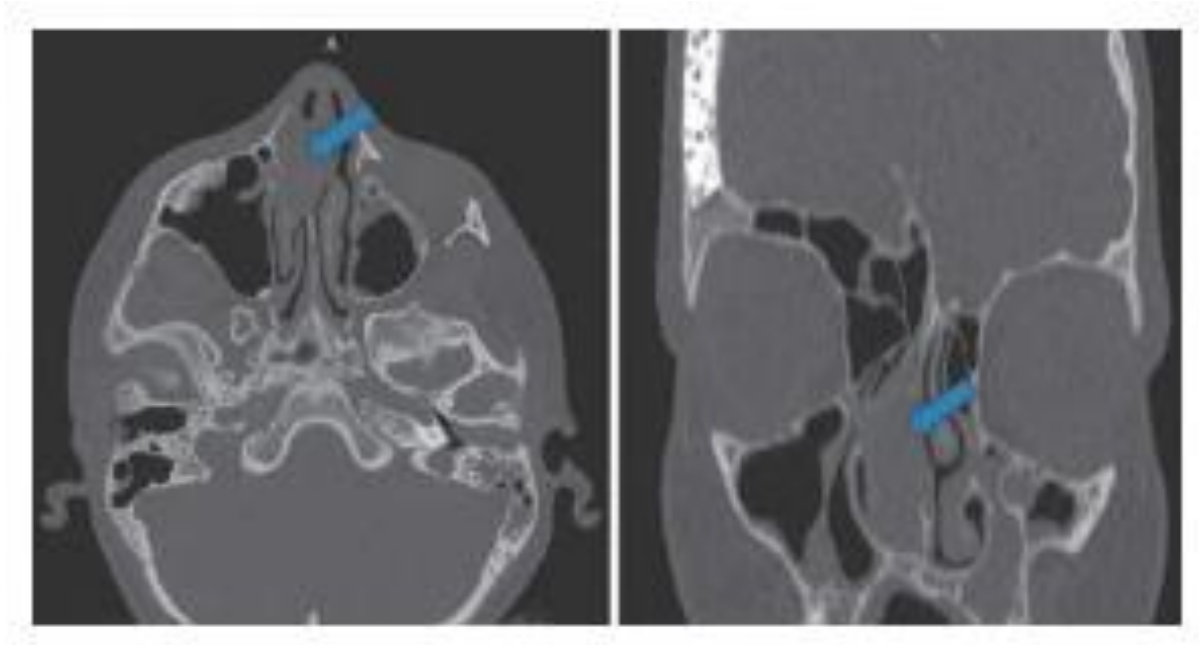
Компьютерная томограмма околоносовых пазух пациентки А. до операции в аксиальной и коронарной проекциях.
